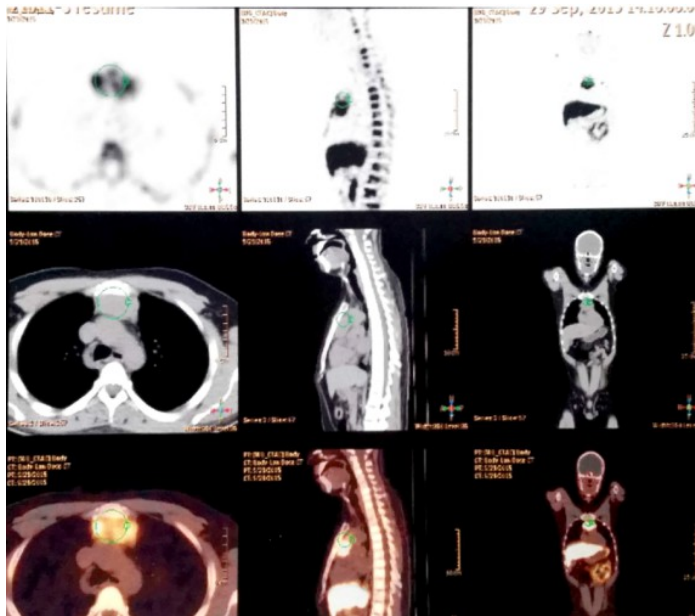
Scintigraphie au DOTATOC-68Ga retrouvant une fixation intense de la lésion thymique (SUV max 10,2) et une fixation intense diffuse de tout le squelette notamment rachidienne (SUV max de 6 à 9,6) évocatrice de localisations secondaires.
